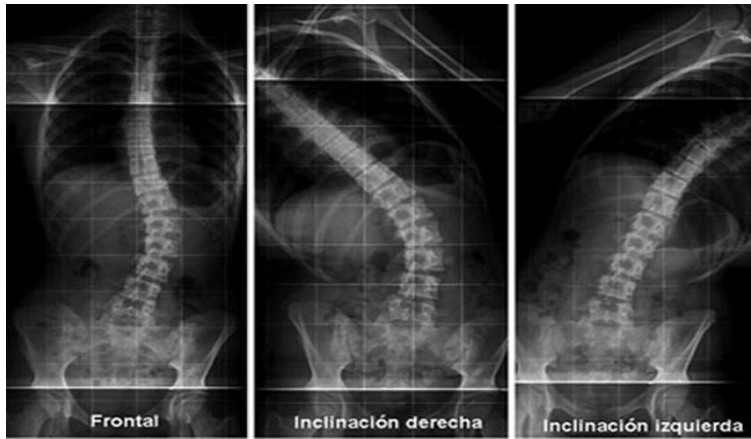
Telerradiografías de columna en proyecciones frontal neutra, con inclinación lateral o bending hacia derecha e izquierda, en que existe significativa corrección de las curvas torácica principal derecha y tóraco-lumbar izquierda.
